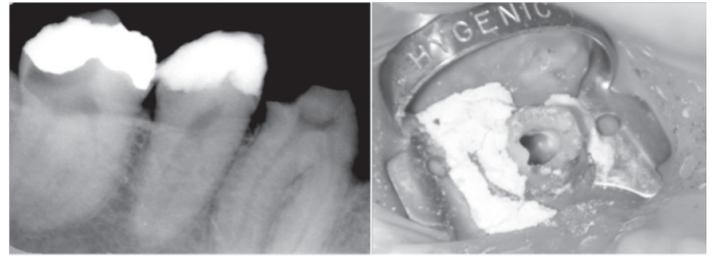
a y b Se muestra la radiografía inicial y el acceso de la pieza.
